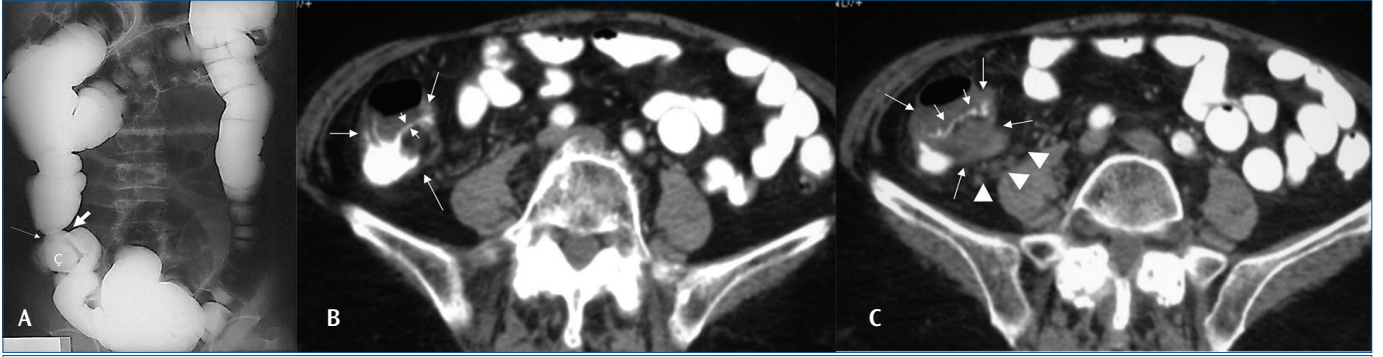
İleoçekal TB-ülser-hipertrofik form. (A-C) Pelvik BT seri kesitlerinde çekum ve terminal ileumda, lümeni çevreleyen, heterojen, ülser, ekzofitik, ülser kitle (ince, uzun oklar) görülmektedir. Enflamatuvar kitle, batin ön duvarına fistülizedir (kalın, kısık oklar). Mezenterik alanda, multipl, bazıları tipik olarak santrali nekrotik formda, büyümüş lenf nodları görülmektedir (ok başları).
